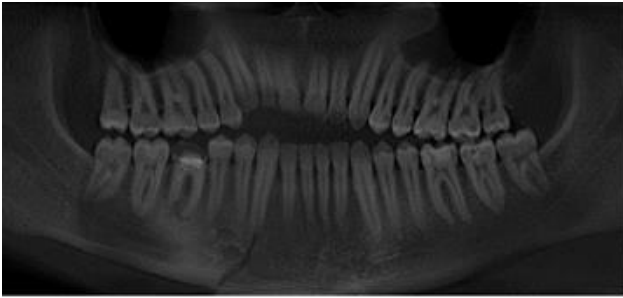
Рентгенограма хворого Р. (пояснення в тексті).
